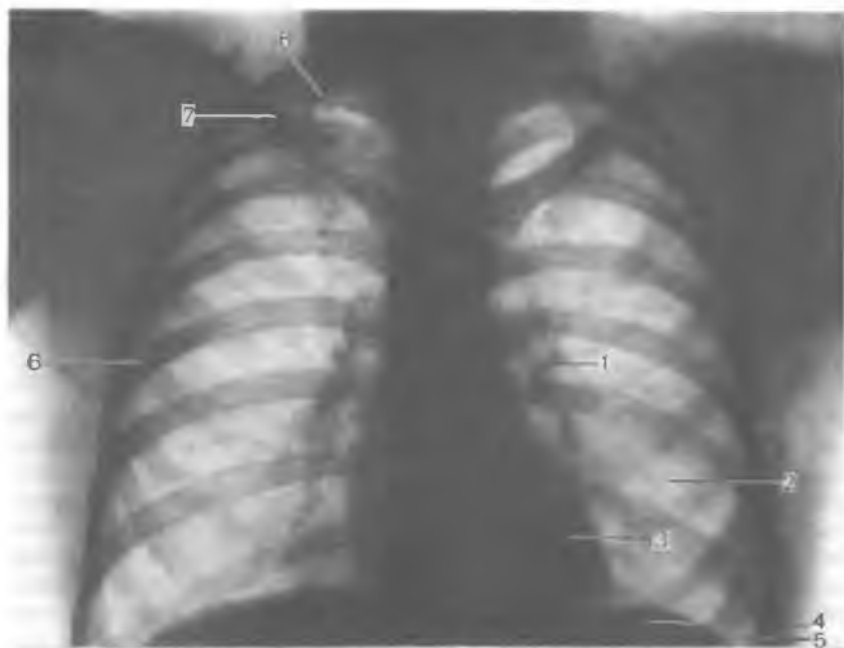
Рентгенограмма легких и сердца; переднезадняя проекция.
